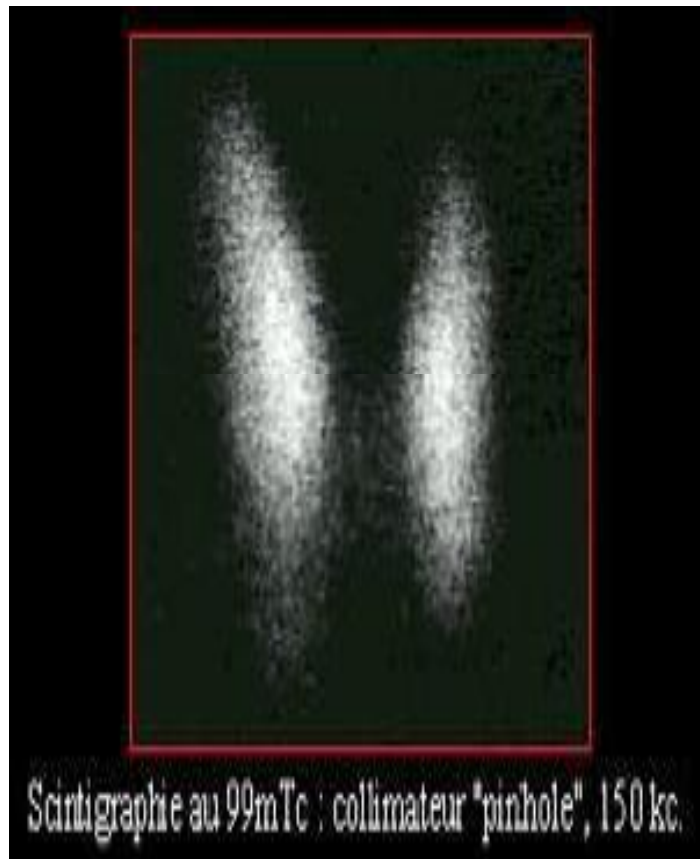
Aspect scintigraphie normal de thyroïde.
